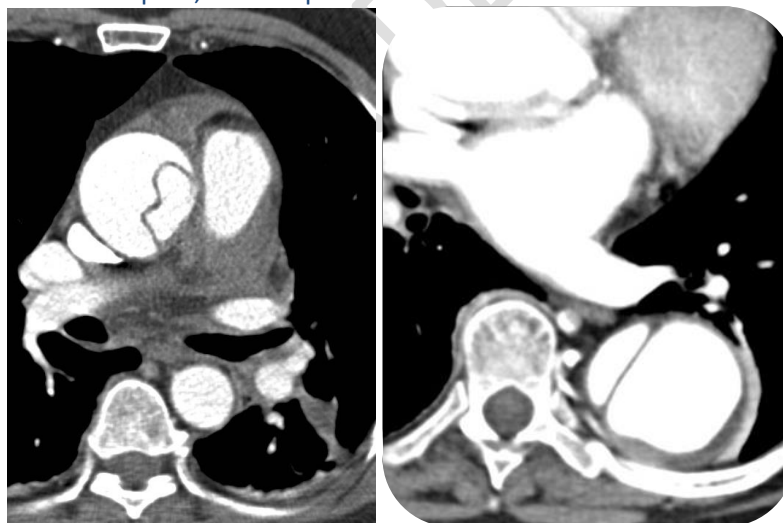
Disección Aórtica. (a) Imagen con contraste de TC que muestra una disección aórtica tipo A. (b) Se muestra una disección aórtica tipo B.
